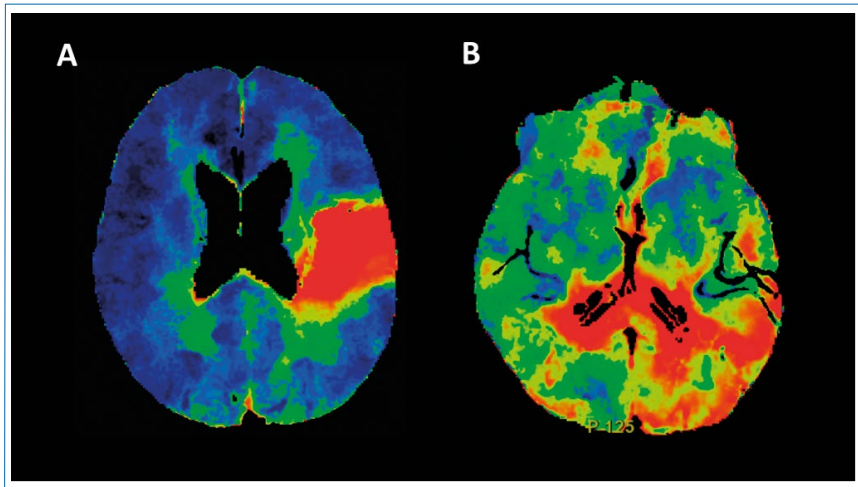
Mapas de TC de perfusión en paciente con ictus hemisférico izquierdo que muestra hipoperfusión focal en Tmax secundaria a oclusión de segmento M3 de ACM (A) y en paciente stroke mimic con focalidad hemisférica izquierda mostrando alteración de la perfusión focal parietooccipital en Tmax, no correspondiente a territorio vascular (B).
